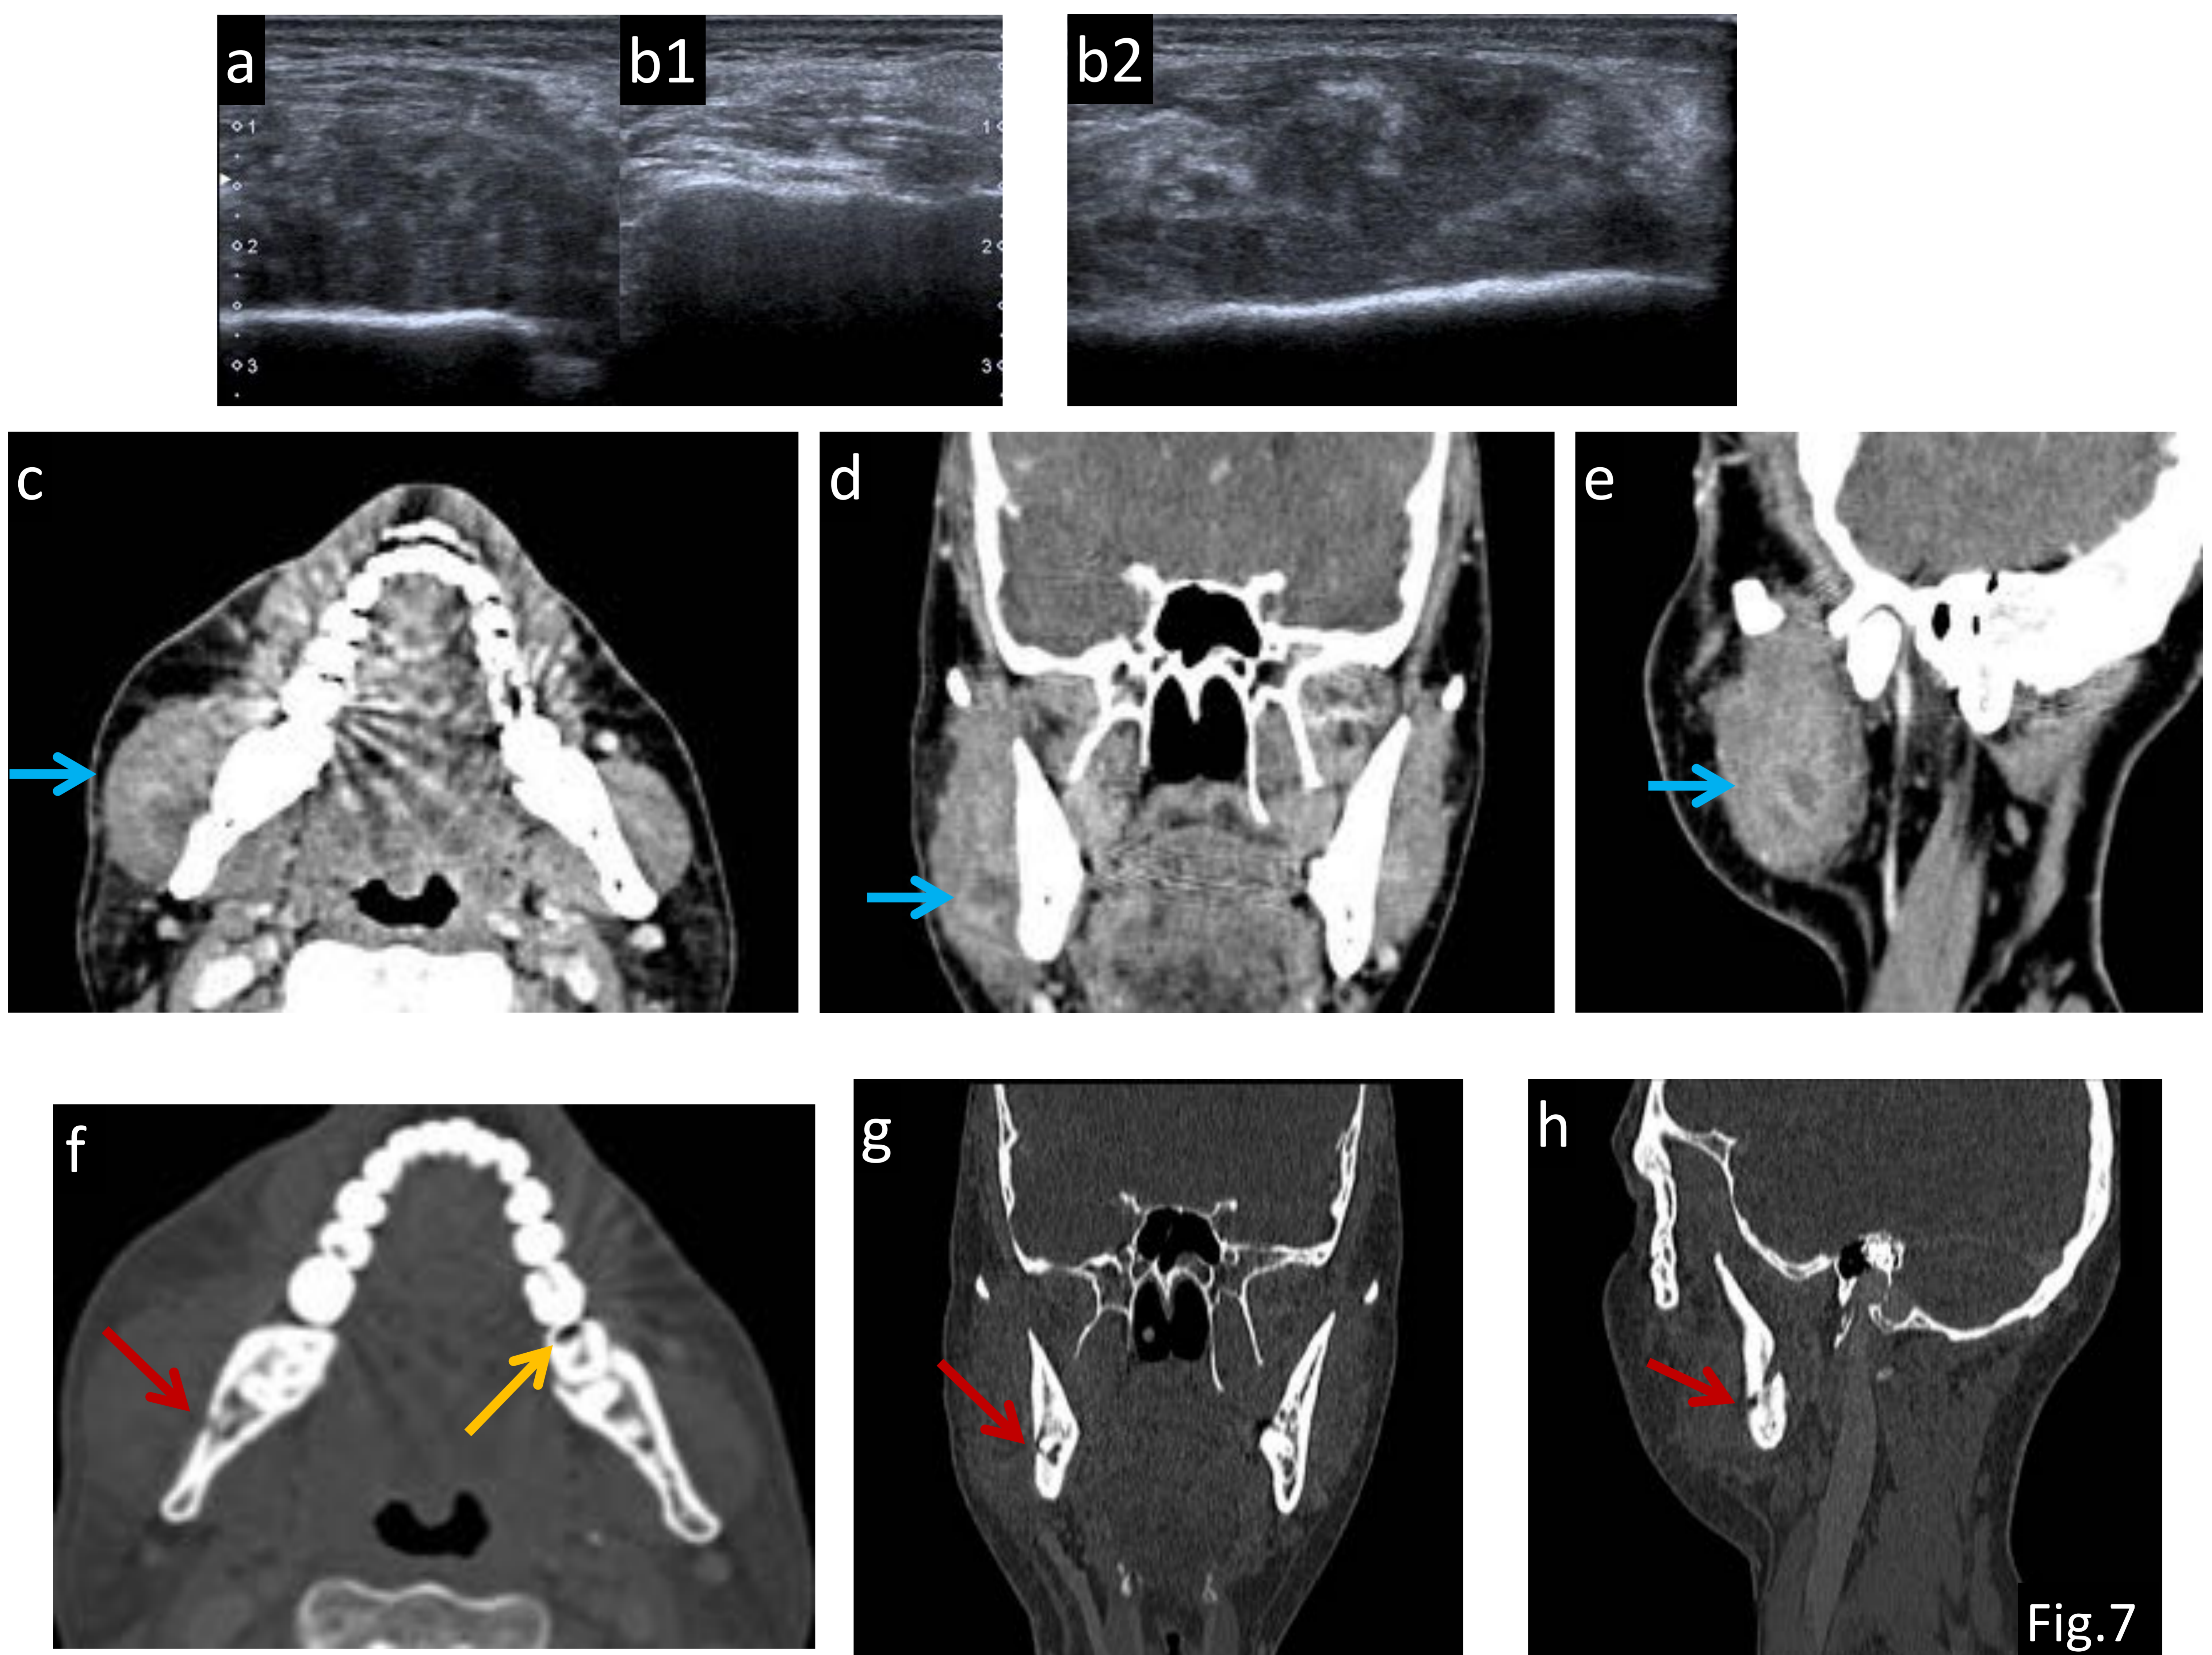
Paciente de 50 años con sospecha clínica de parotiditis aguda. a) Ecografía transversa derecha, b1-b2) ecografía transversa y longitudinal: músculo masetero aumentado de tamaño y de apariencia heterogénea; c) TC axial con CIV, d) TC coronal con CIV y e) TC sagital con CIV: músculo masetero derecho aumentado de tamaño y flemonoso (flecha azul); f) TC axial, g) TC coronal y h) TC sagital con ventana hueso: se demuestra la presencia de una caries dental izquierda (flecha amarilla) y osteolisis periapical en el último molar inferior derecho y pérdida de la cortical externa en el cuerpo de la mandíbula (flecha roja) como probable origen del flemón.
